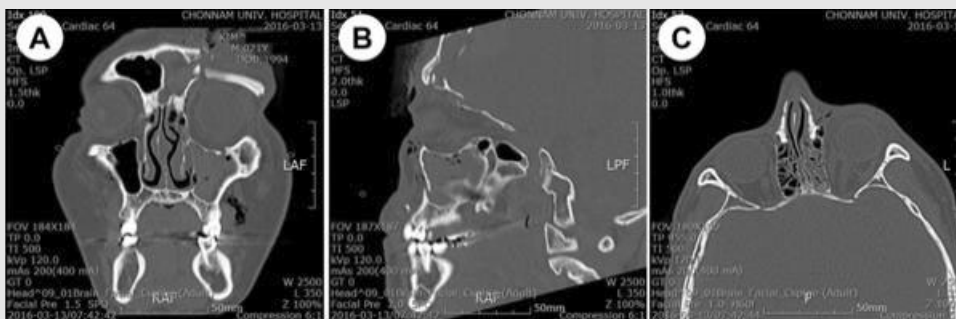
A. 관상면 CT, B. 시상면 CT, C. 축방향면 CT
